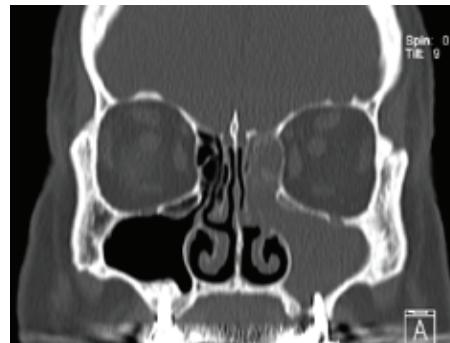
Tomografía computarizada previa al tratamiento.
